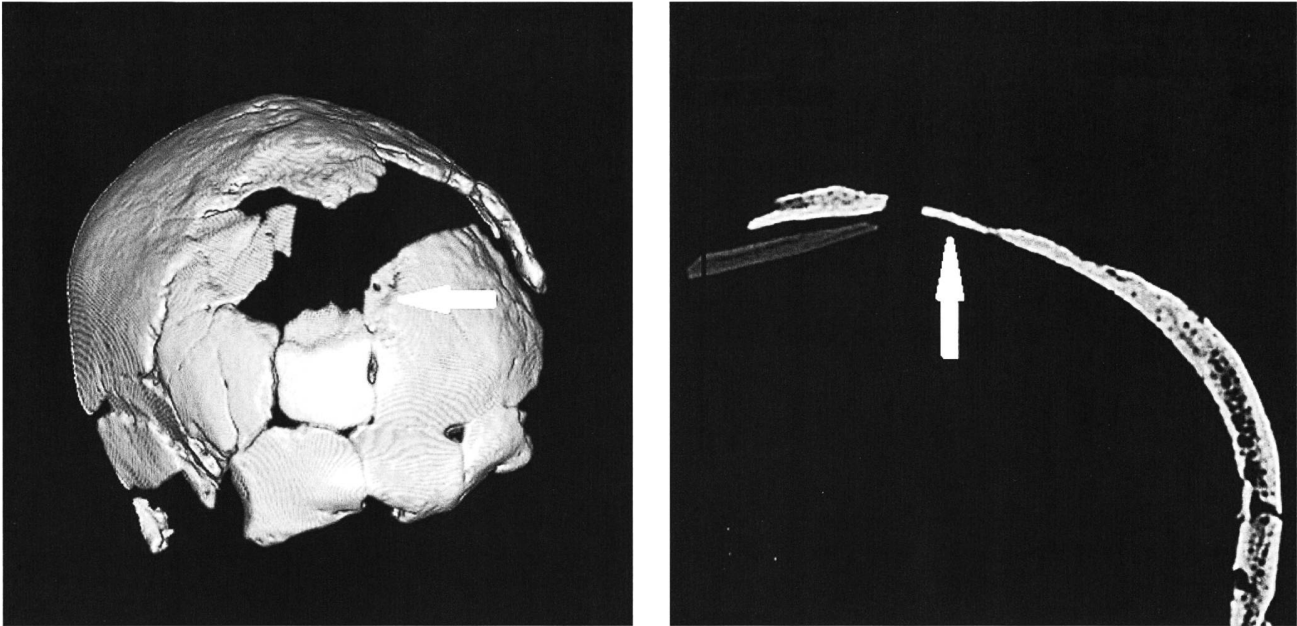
Cressier NE-La Baraque. Schädel. a Oberflächenprojektion; b Detailaufnahme der durchgehenden Sklerosierung der Oberfläche des Knochenplättchens (Pfeil). CT-Scans Spital Zofingen.
